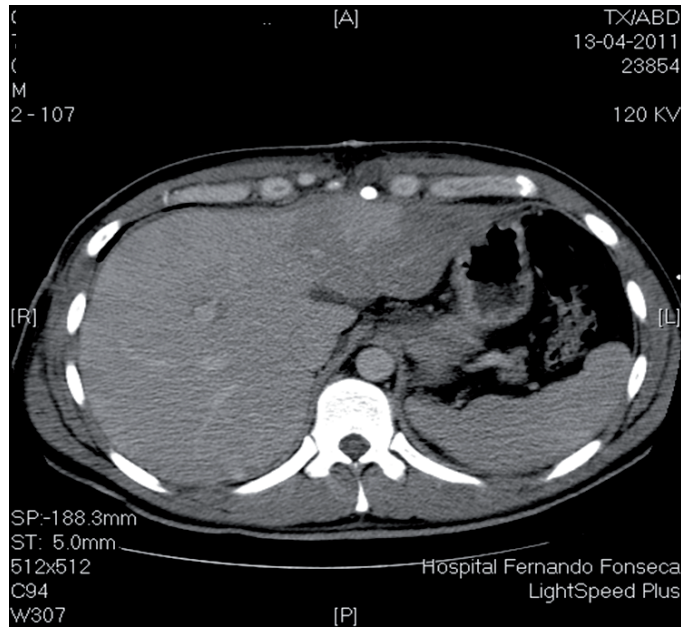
TC Abdominal ao 8º dia de pós-operatório onde se observa isquémia do lobo esquerdo do fígado
